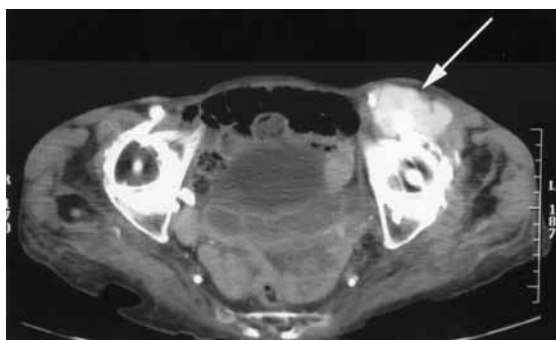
Pre-operative computed tomography scan at level of common femoral artery shows a high density area (arrow) at the side of femoral artery.
